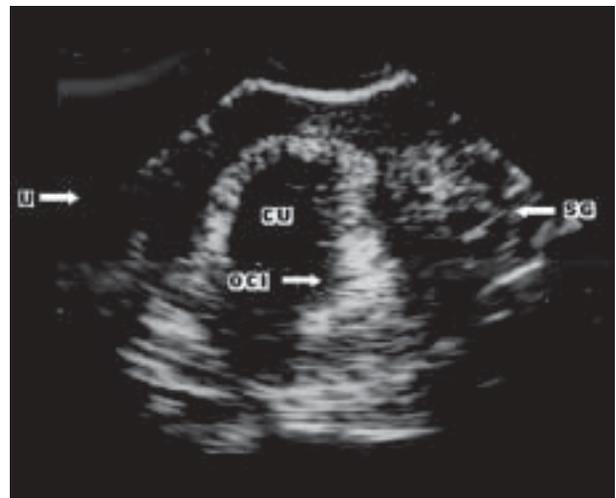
Ultrasonido transvaginal (15-11-99): Al corte sagital se aprecia el útero (U) en anteversoflexión. La cavidad uterina (CU) presenta hiperecogenicidad por reacción decidual y fue confundida con un saco de gestación vacío. La imagen a su derecha es el verdadero saco (SG), localizado en el cuello uterino. El orificio cervical interno (OCI) está cerrado.
